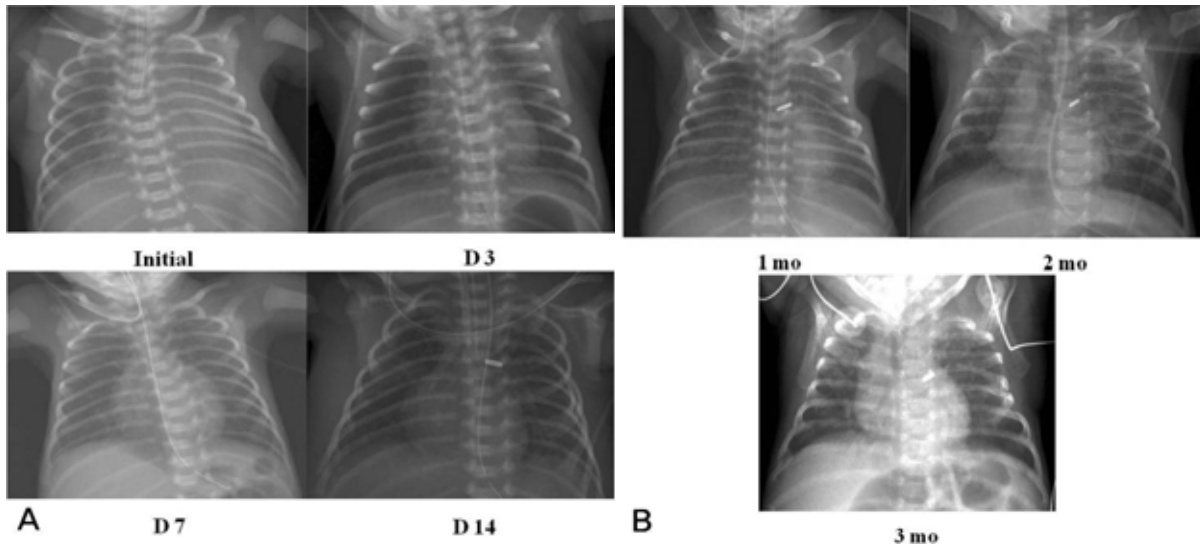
Chest radiographs of atypical bronchopulmonary dysplasia with diffuse haziness patterns according to the postnatal age. Abbreviations : D, day; mo, month.
